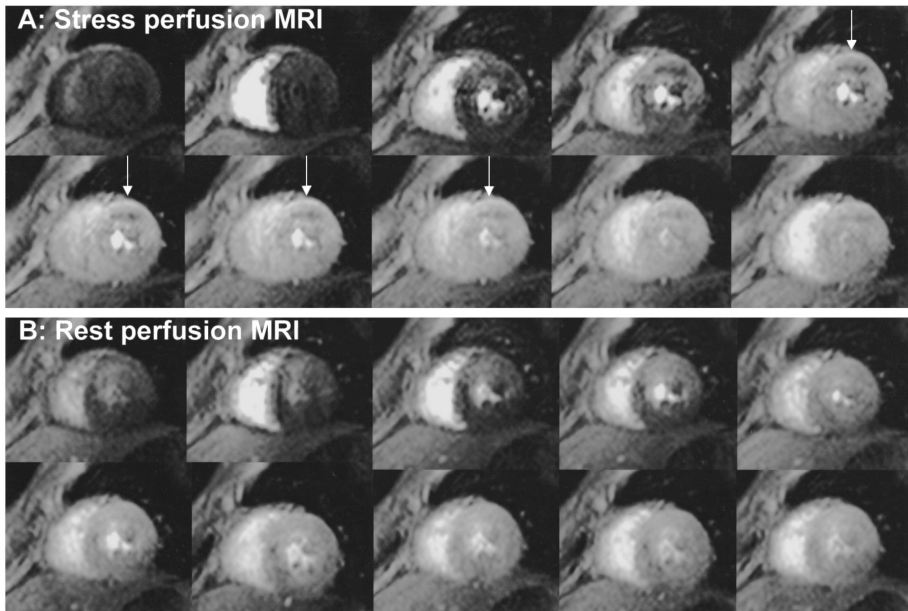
Stress (A) and rest perfusion MR images in a 65-year-old male with angina pectoris. Significant stenosis was found in the left anterior descending artery on selective coronary angiography. Perfusion MR images were acquired on 7 slice locations every 2 cardiac cycles and dynamic MR images on one slice location are presented. Note that small area of subendocardial ischemia in the anterior wall is clearly revealed on stress perfusion MR images during first-pass of MR contrast medium. Rest perfusion MR images are normal.
